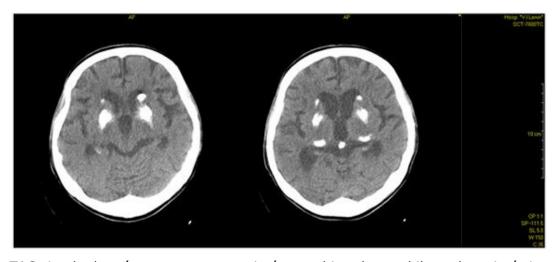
TAC simple de cráneo, que muestra imágenes hiperdensas bilaterales, simétricas en los ganglios basales y sustancia blanca cerebral
